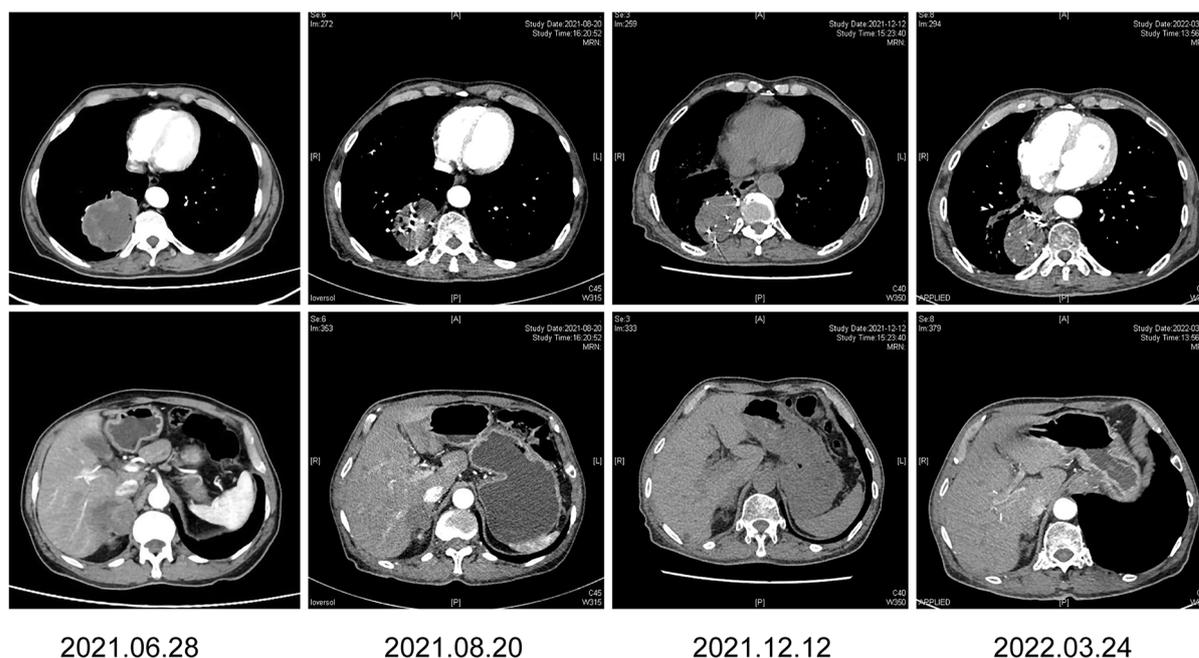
Changes in chest computed tomography (CT) sequences in the anti-tumor treatment timeline. Baseline: 7.0*6.0 cm, 2 cycles after Camrelizumab + Apatinib treatment: 6.3*5.2 cm; the adrenal metastatic lesion was significantly reduced
